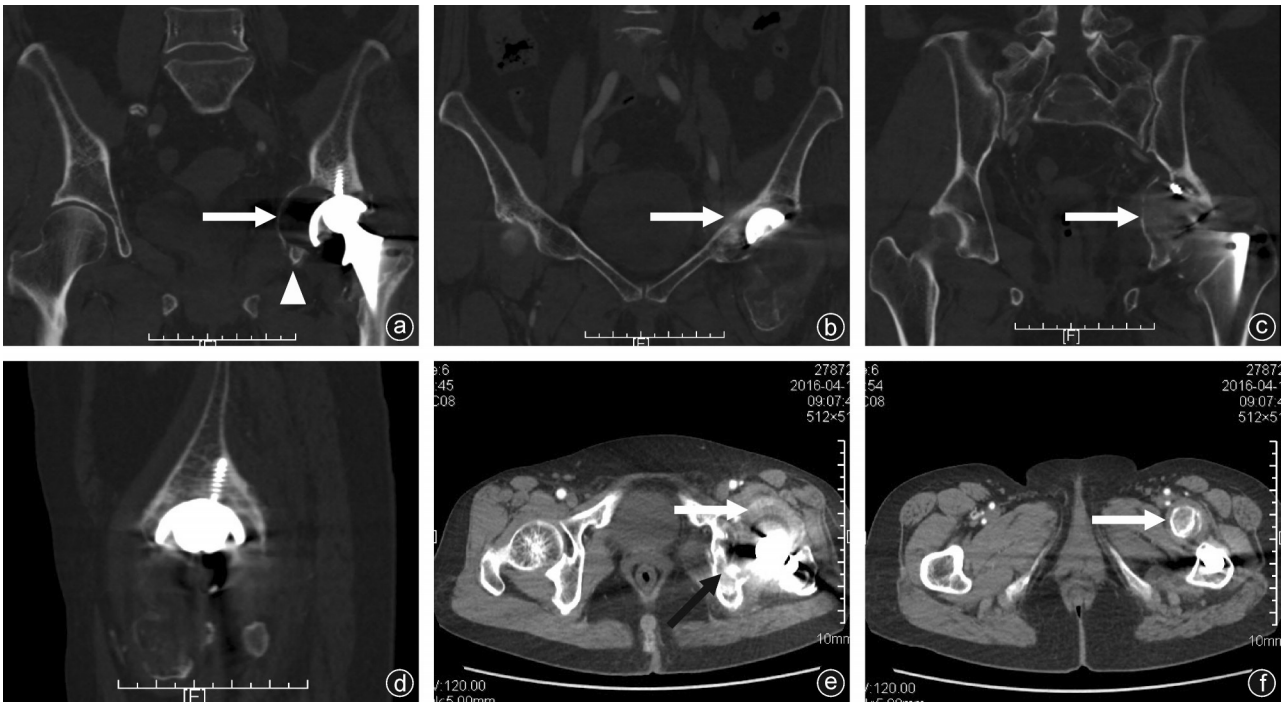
术前骨盆CT影像 a:髋臼骨质缺损、髋臼侧假体松动、骨溶解、“空泡征”(白箭头所示),金属球头位置异常,聚乙烯内衬磨损、移位,泪滴点溶解(三角形所示);b:髋耻柱轻度骨溶解;c:髋耻柱严重骨溶解;d、e:髋关节腔及周围软组织磨砂、云雾样密度增高(白箭头所示),高密度碎片影(黑箭头所示);f:小转子周围异位骨化(白箭头所示)
